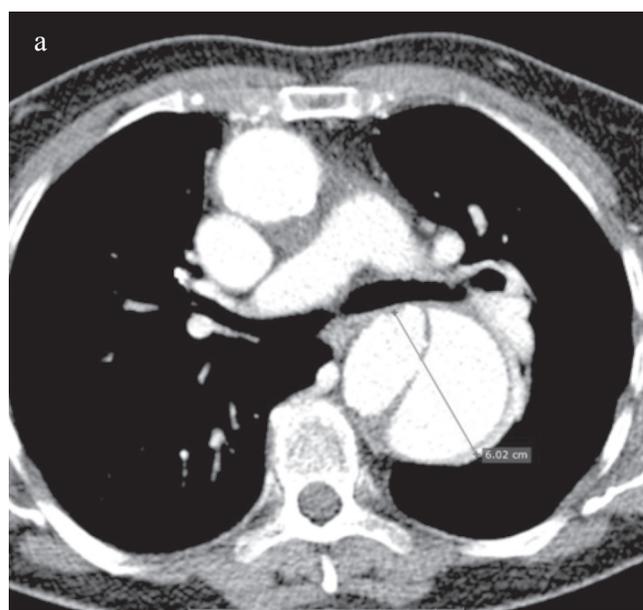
КТ-аортография в 2016 году:
